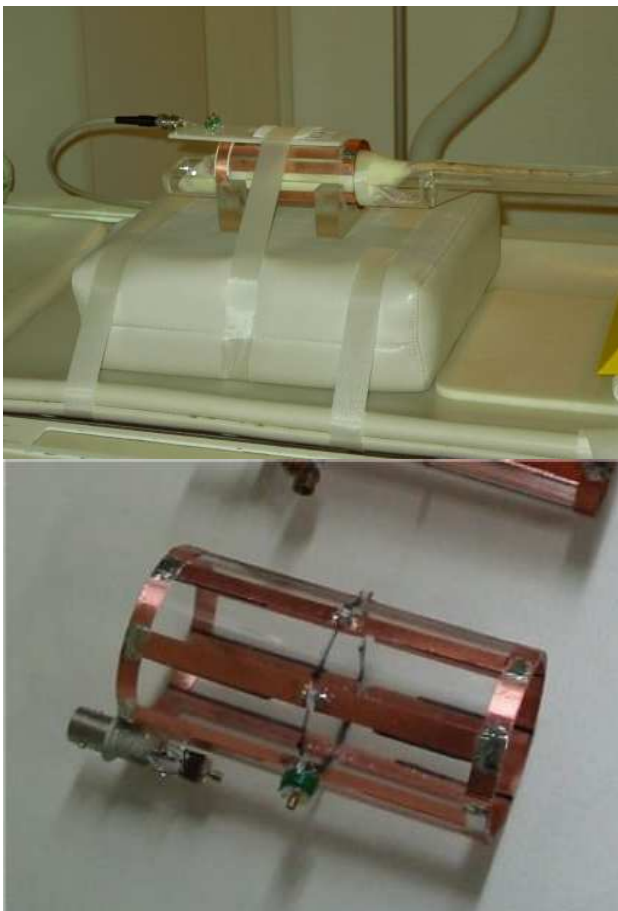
Abbildung d: Empfängerspule für Kleintier-MRT
